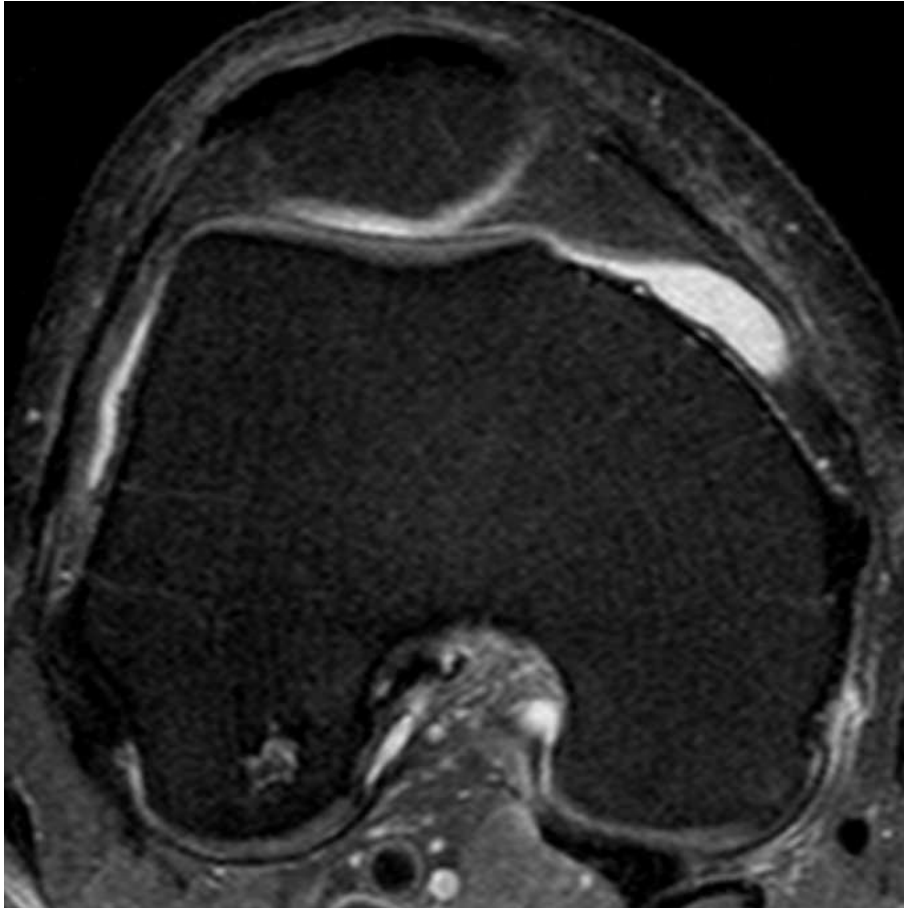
Étendue lésionnelle focale avec une atteinte jonctionnelle peu étendue. Coupe IRM axiale en pondération DPFS mettant en évidence une ostéonécrose systémique du condyle fémoral latéral dont l'épicentre lésionnel chevauche les territoires vasculaires des artères géniculées supérieure latérale (AGSL) et moyenne (AGM), sans extension prédominante dans l'un de ces deux territoires, permettant ainsi de classer cette atteinte comme jonctionnelle.
